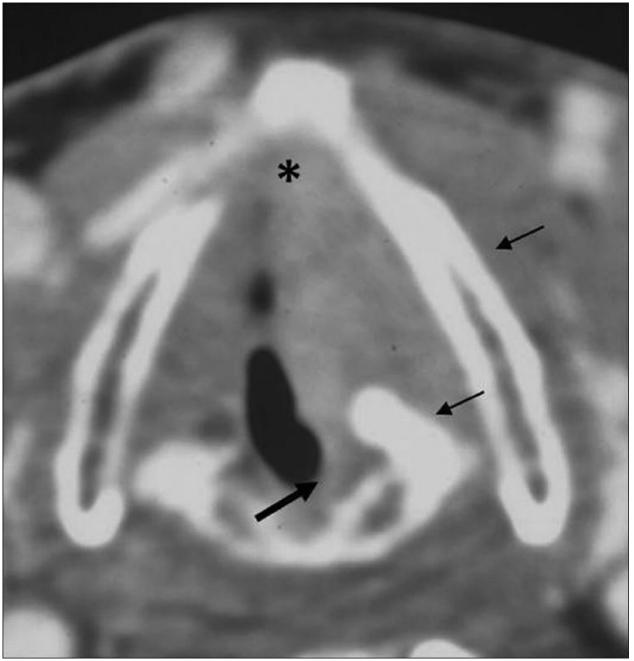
Glottic SCC. Axial contrast CT image shows a glottis mass in the left true cord reaching the anterior commissure (black asterisk). Mild thickening of posterior commissure is noted (thick black arrow) with sclerosis of left arytenoid and left lamina of thyroid cartilage
